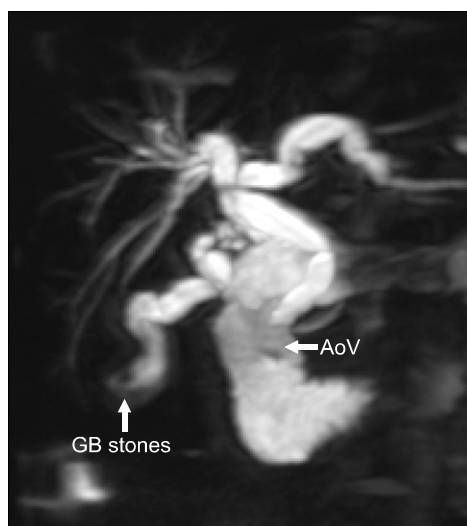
Magnetic resonance cholangiopancreatogram (MRCP) showed markedly decompressed duct dilatation and swollen ampulla of Vater (AoV) without stones.
